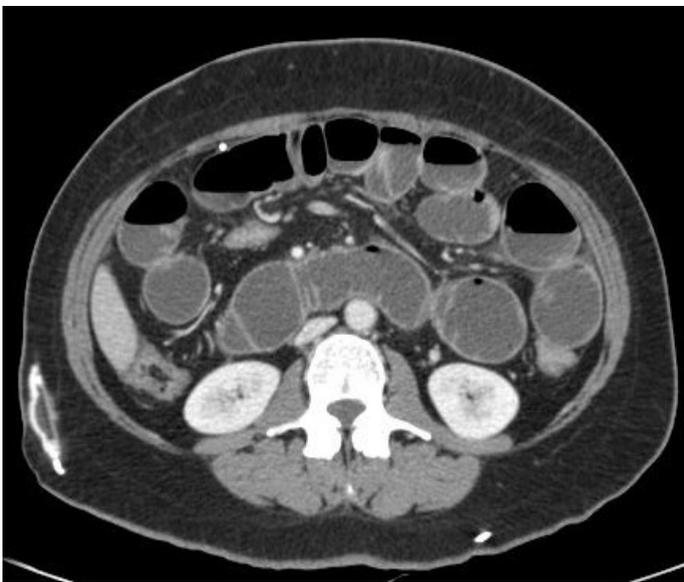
TC con contraste iv. Dilatación severa de la 3ª y 4ª porción del duodeno y de primeras asas yeyunales.
